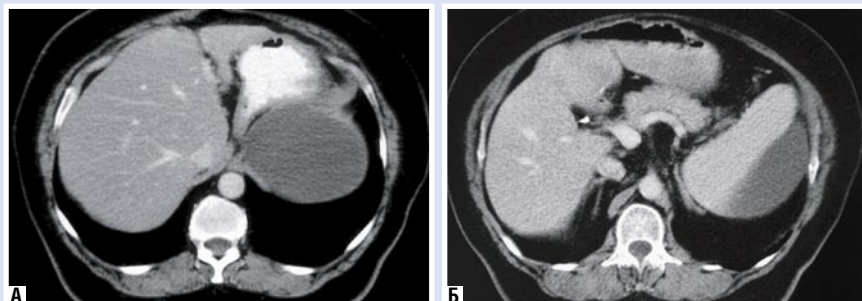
КТ-изображение жидкостного образования под капсулой селезенки в контрастную фазу исследования: А, Б – различные уровни аксиальных срезов
